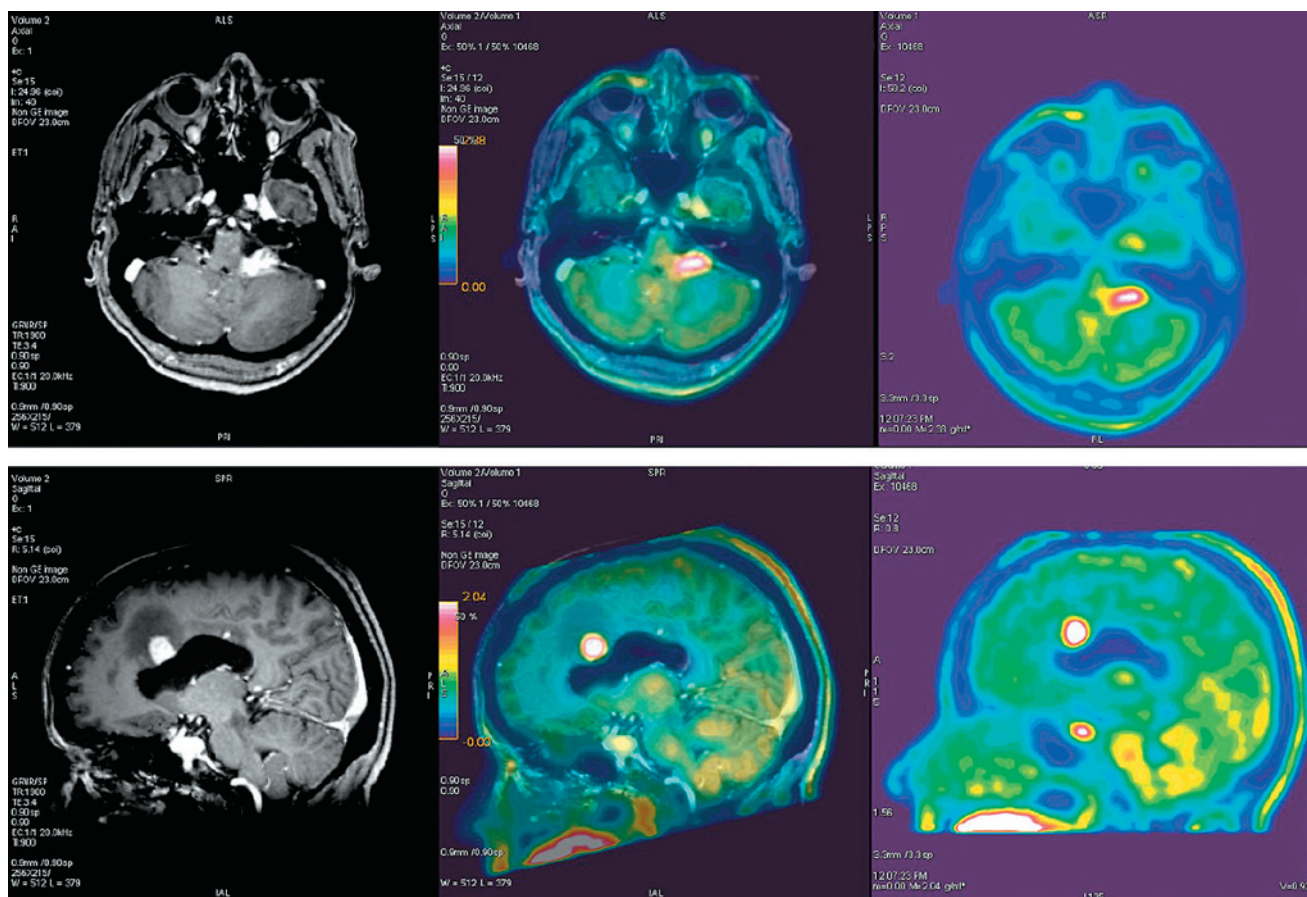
Лучевая картина (ПЭТ и МРТ) метаболически активных образований мозолистого тела с распространением на суправентрикулярные отделы лобных долей, в правой затылочной доле и левой средней ножке мозжечка с распространением на мост (изображения любезно предоставлены руководителем Центра ПЭТ, д.м.н., проф. РАН Рыжковой Д. В.)
